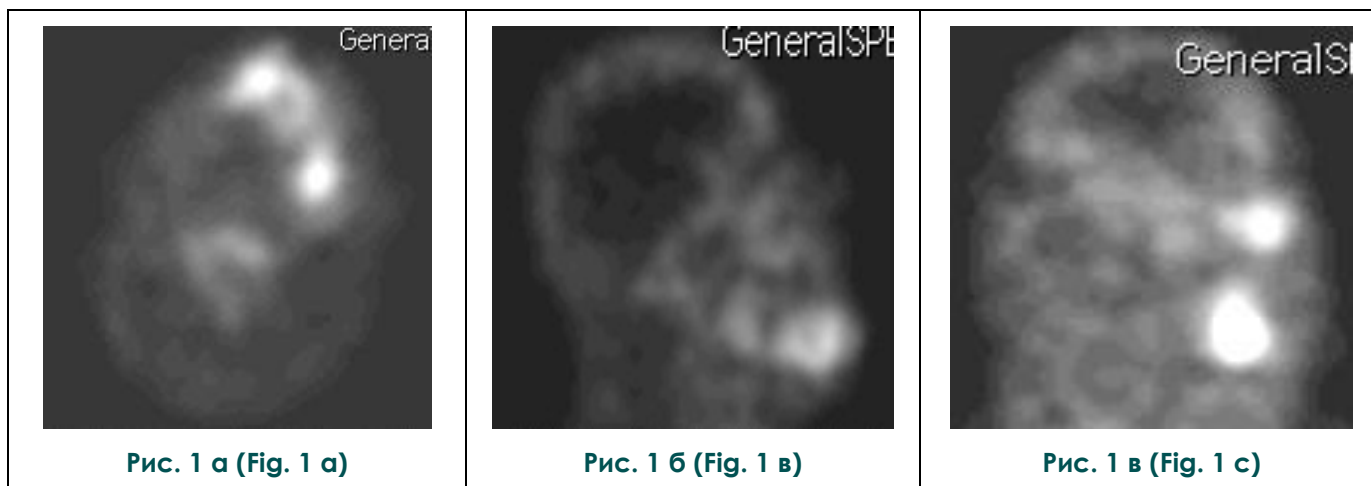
Однофотонная эмиссионная компьютерная томограмма.
